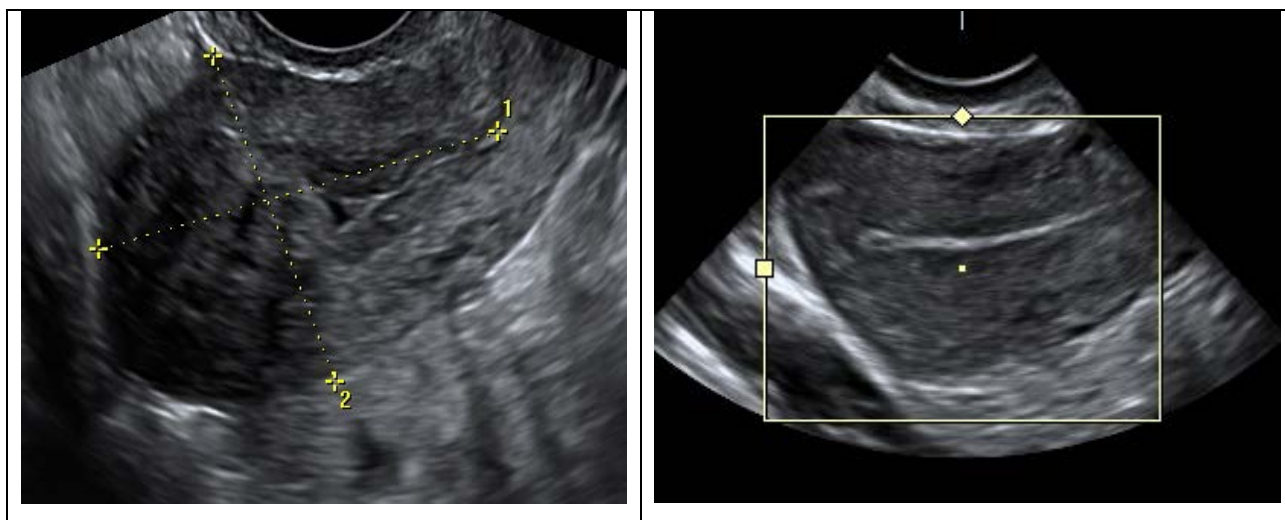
УЗИ до и после лапароскопической миомэктомии
